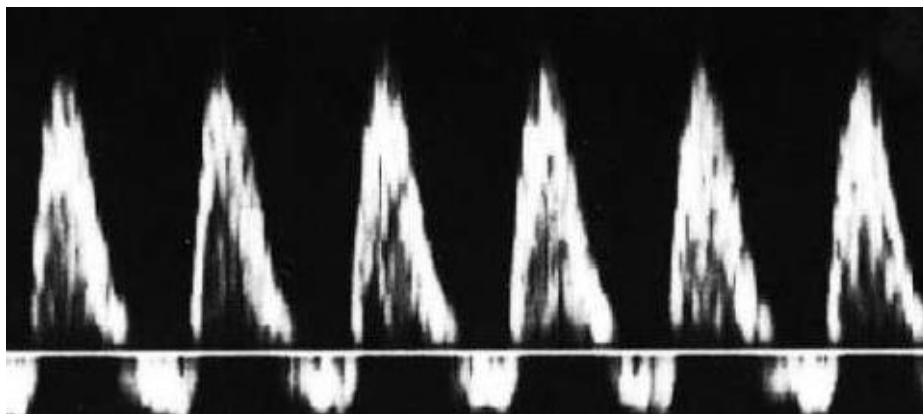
Doppler ombilical, flux diastolique inversé ou « reverse flow » [48]
